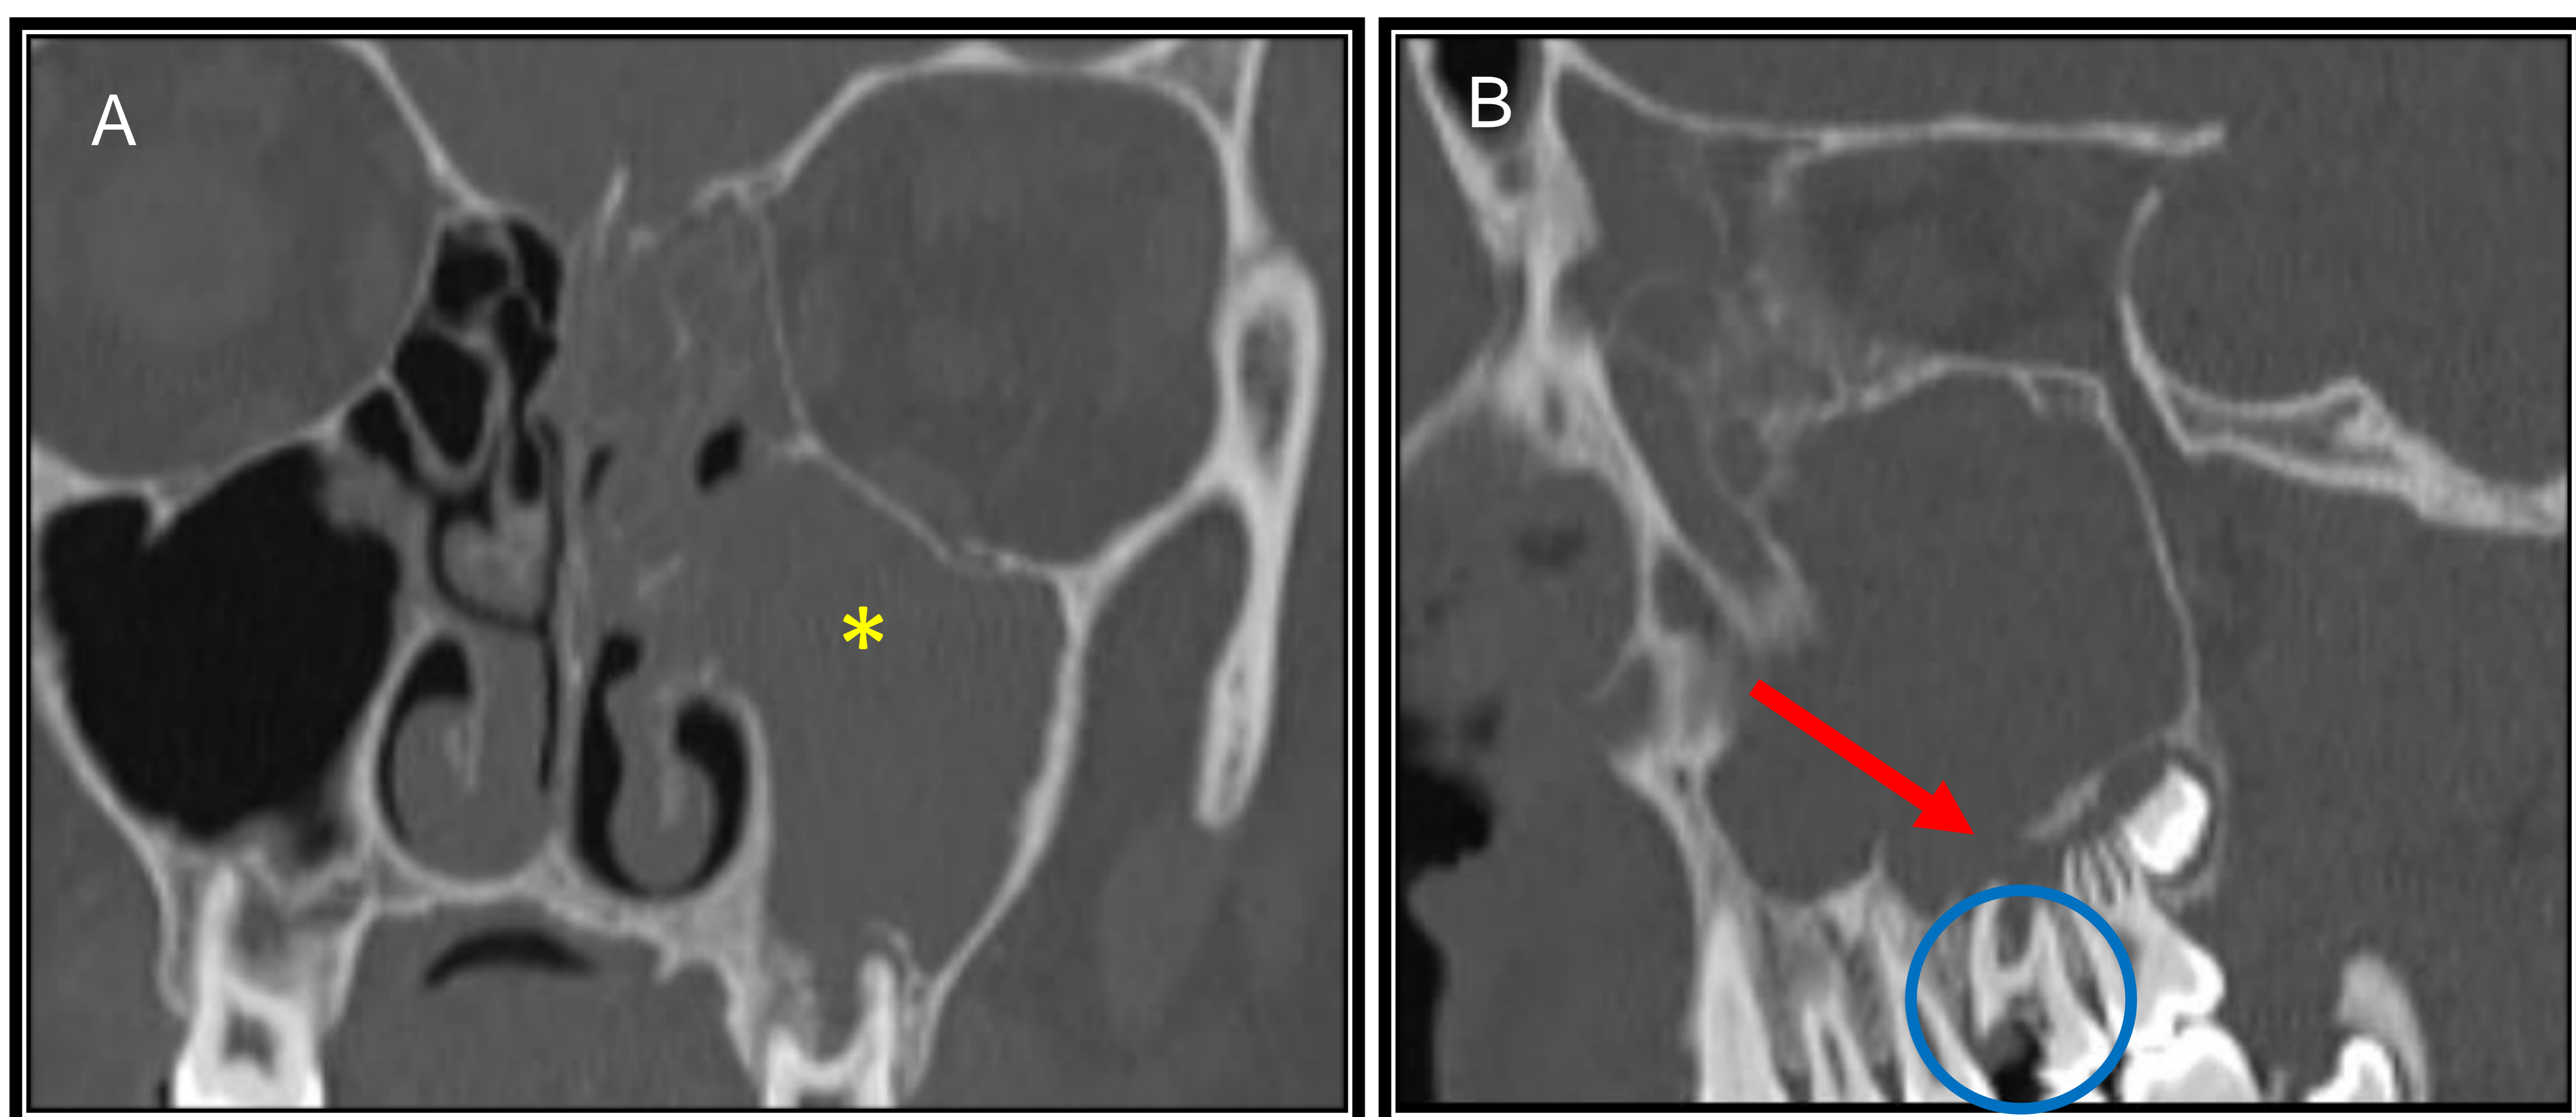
TC senos paranasales con contraste intravenoso. Corte coronal (A) y sagital (B) en ventana de hueso. Ocupación de seno maxilar izquierdo y celdillas etmoidales ipsilaterales (asterisco), con un defecto óseo en suelo de seno maxilar (flecha) y una pieza cariada (elipse), todo ello sugestivo de sinusitis odontógena.
